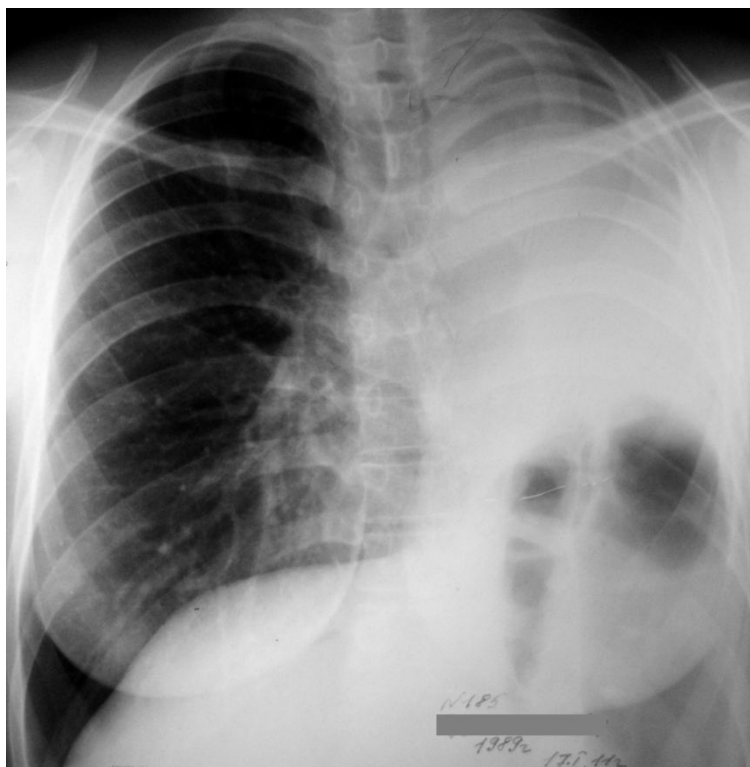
Обзорная рентгенограмма больной К. через 1,5 года после операции. Слева гемиторакс гомогенно затемнен, в верхней доле единственного правого легкого мелкие плотные очаги, фиброз. Данных за рецидив туберкулезного процесса нет.
